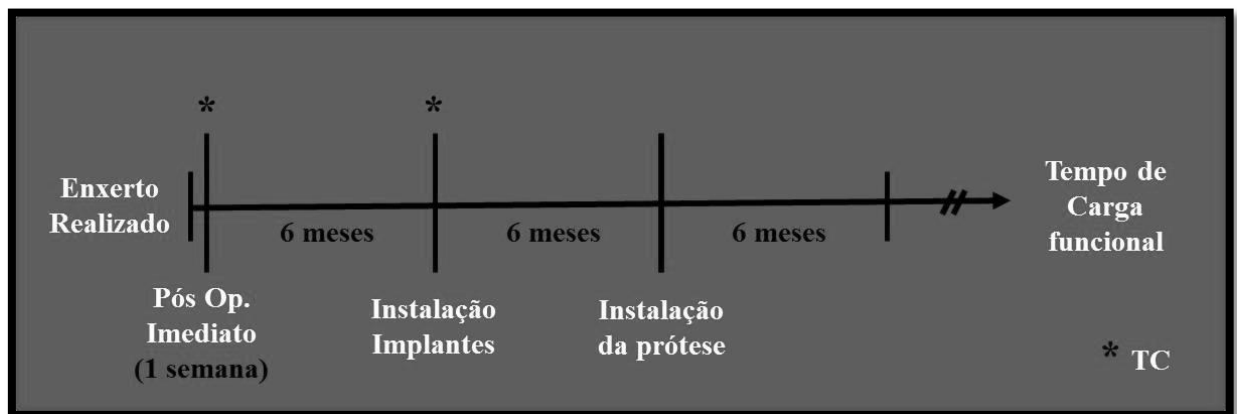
Cronologia de execução das etapas do modelo experimental. Tempos com asterisco (*) indicam realização de tomografia.
